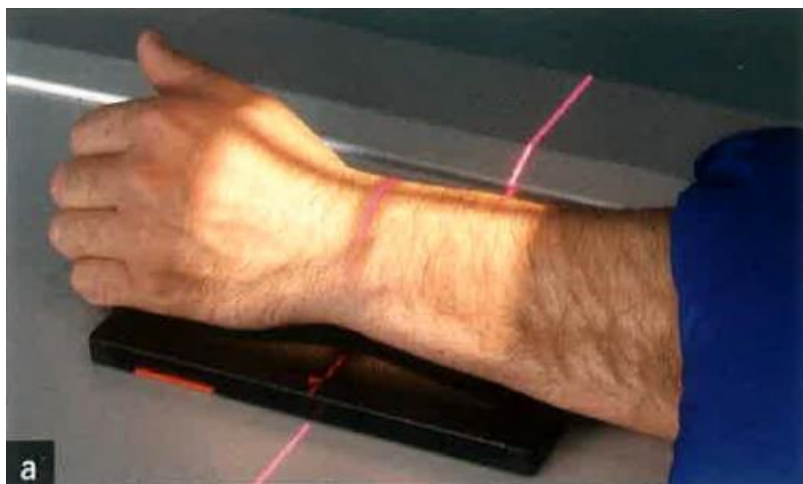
Profilni radiogram ručnog zgloba (Izvor: Miletić D. Skeletna radiografija. Glosa. Rijeka. 2008.)
